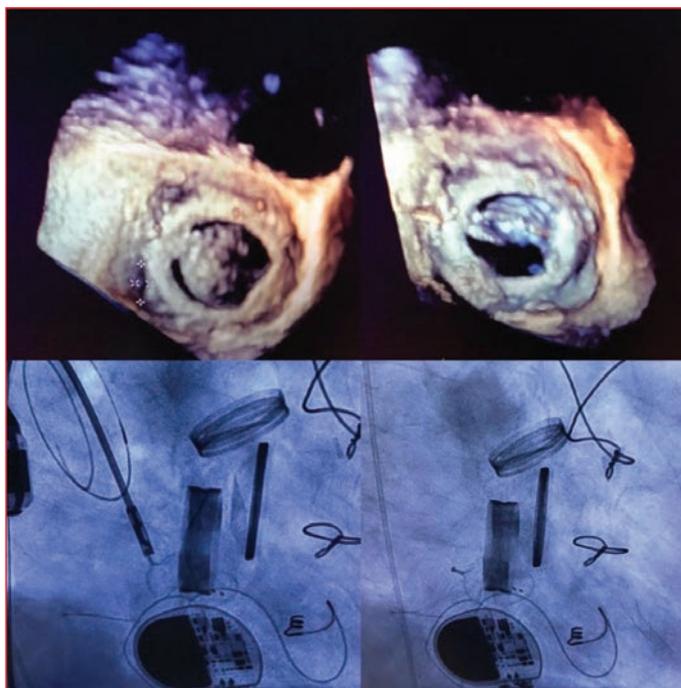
Tee and Angiography: Paravalvular leakage was seen on 3D echocardiography, and the closure of the paravalvular leakage was visible on the angiography image.
